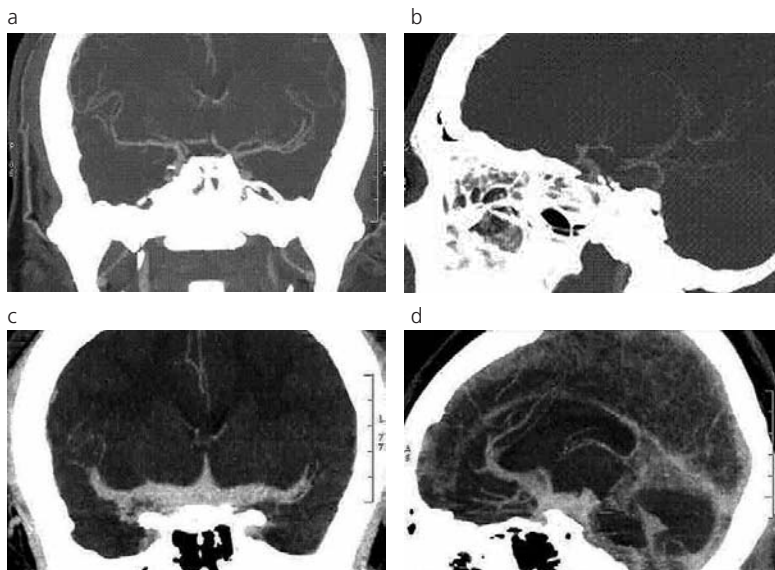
Imágenes de angio TC coronal (a) y sagital (b), con anterioridad al evento y en la reevaluación tras cefalea (c, d).
